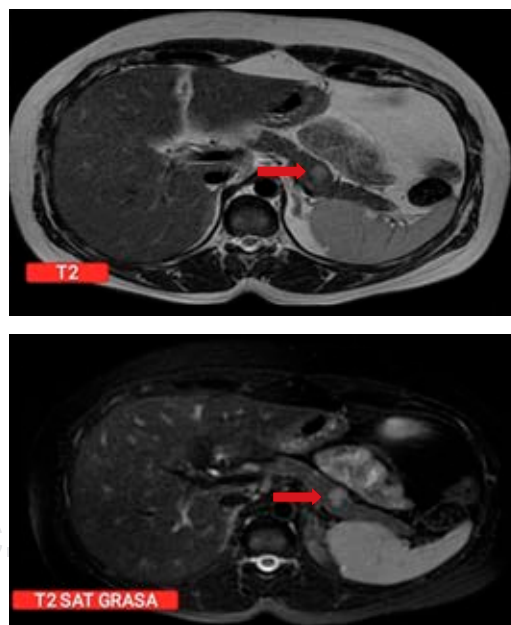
Resonancia magnética contrastada con gadolinio en una secuencia de T2 y T2 grasa donde se visualiza una lesión tumoral en cuerpo de páncreas de 12.2 × 9.7 mm.
